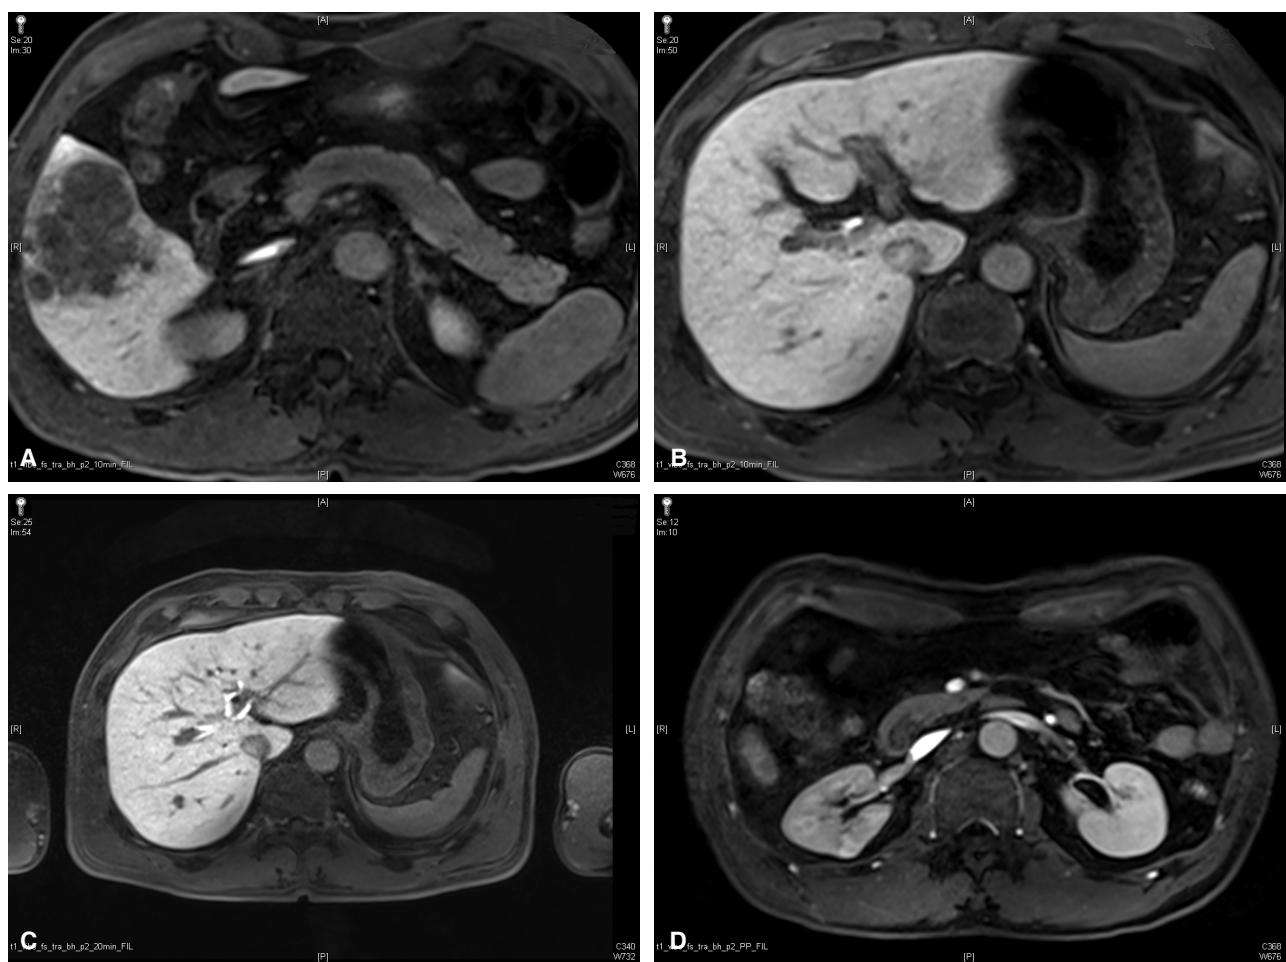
(A) Liver dynamic MRI shows about 7.4 cm, ill-defined, heterogeneously enhanced mass at segment S6/7 of liver. (B, C) Multiple arterial enhancing nodules in both lobe, suggesting intrahepatic metastases. (D) A 1.4 cm sized hypervasculat tumor in the mid pole of right kidney, suggesting renal cell carcinoma.
